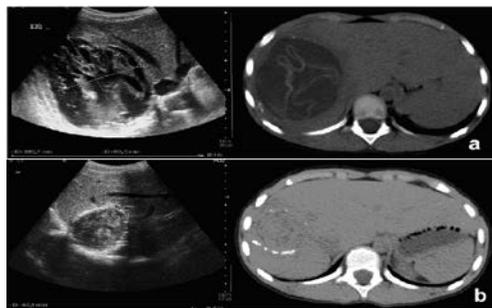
Caso 2. Ecografía y TAC de quiste hidatídico hepático pre-tratamiento (a) y 5 años post PAIR (b).
